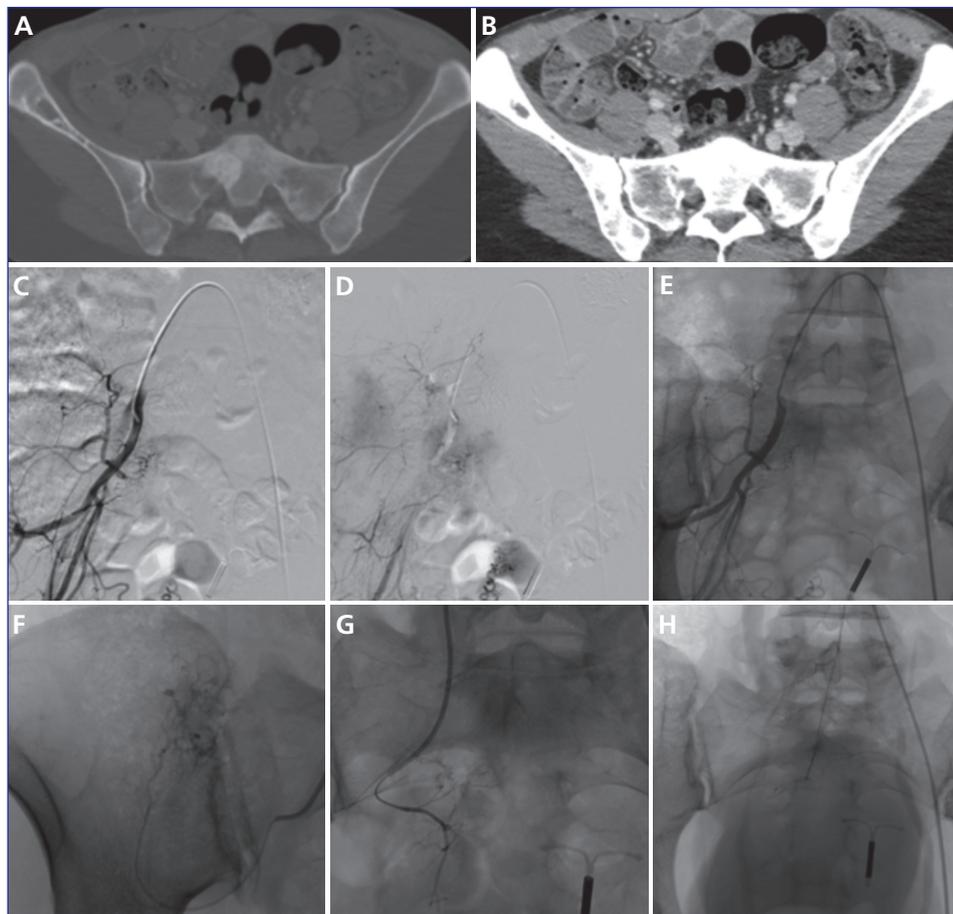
Chimio-embolisation de métastases osseuses. Femme de 36 ans suivie pour un cancer du sein multimétastatique, présentant des douleurs invalidantes du bassin, en rapport avec des lésions de l'aile iliaque droite et du sacrum, avec extension au foramen sacré S1 droit. Persistance des douleurs après radiothérapie faisant poser l'indication d'une chimio-embolisation. Tomodensitométrie (TDM) du bassin en fenêtre osseuse (A) et tissu mou (B) mettant en évidence des lésions multiples, avec en particulier effraction foraminale S1 droite. Angiographie soustraite au temps artériel précoce (C) et tardif (D) et angiographie non soustraite (E) de l'artère iliaque interne droite démontrant l'hypervascularisation des métastases iliaque et sacrée. Angiographie sélective des afférences artérielles iliaque (F), sacrée latérale (G) et sacrée médiane (H) des métastases osseuses en vue de la chimio-embolisation. Recrudescence transitoire des douleurs au décours du geste avant leur résolution complète.
